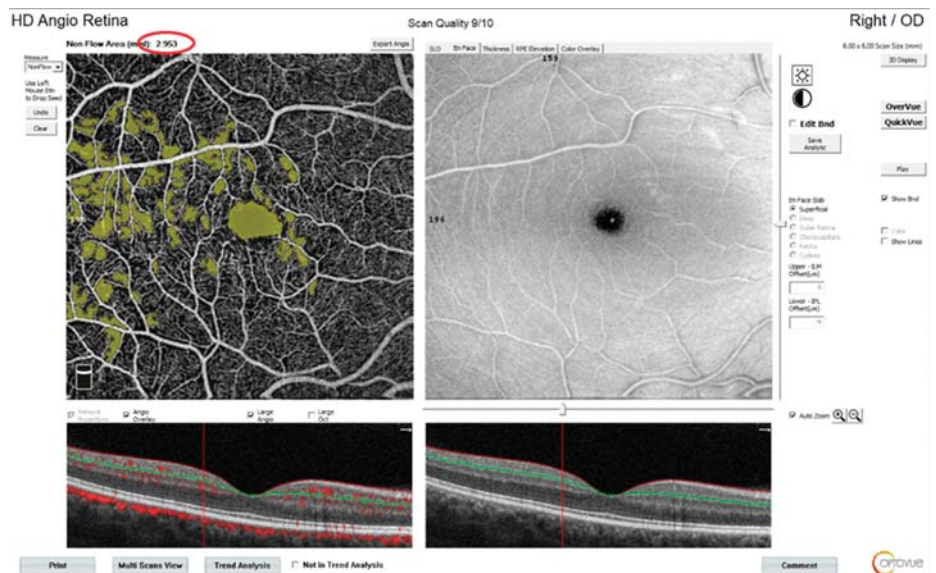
Определение общей площади зон ретиальной неперфузии с помощью программного обеспечения ОКТ-ангиографа
